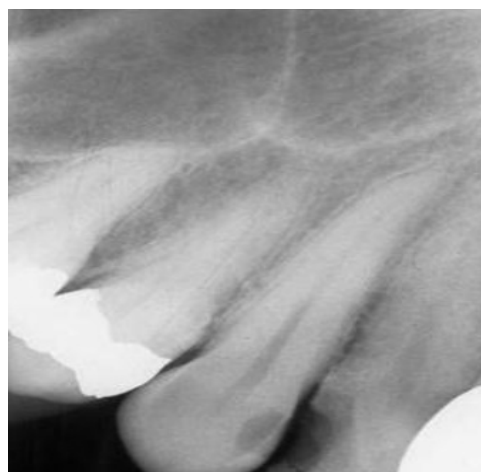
Radiografía tomada con Técnica de bisectriz⁽⁵⁾
